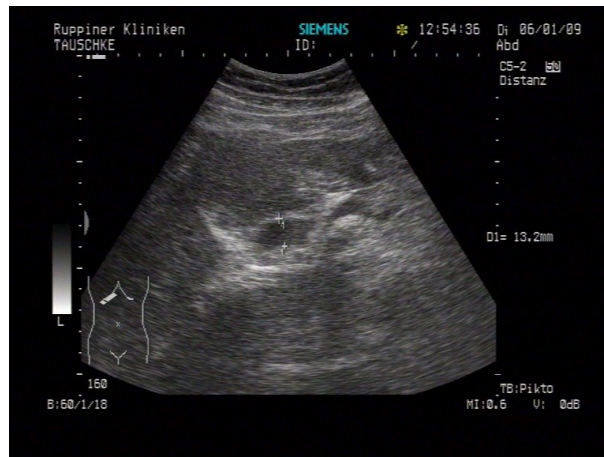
B- Bild- Sonographie bei Erweiterung des Ductus hepaticus communis
